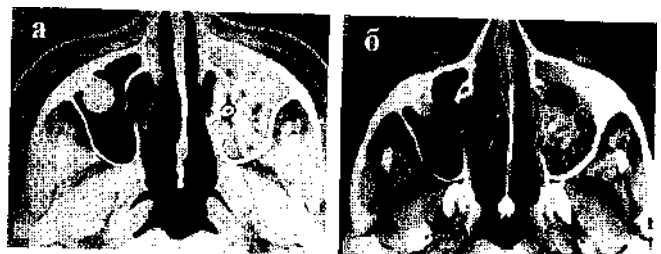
а и б. Компьютерная томограмма (аксиальная проекция) больного с левосторонним грибковым гайморитом. В центре содержимого мягкой-тканной плотности, заполняющего нижние отделы пазухи, определяется интенсивное включение, соответствующее центру грибкового тела (пломбирочный материал). На передней стенке правой верхнечелюстной пазухи - киста.
